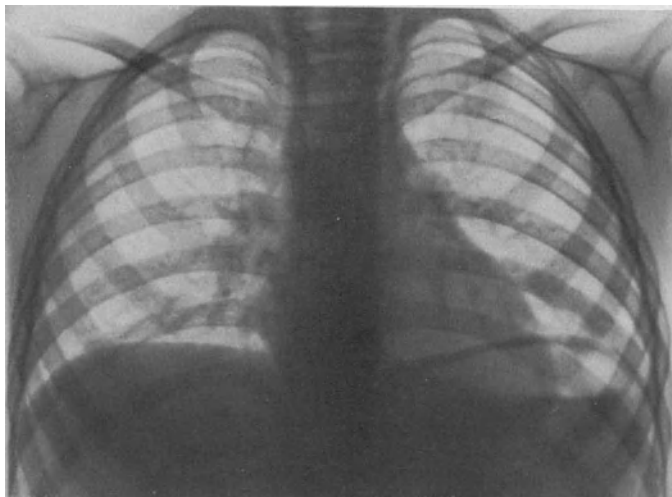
Dora D., 2 1/2 Jahre. Miliartuberkulose röntgenologisch nicht dargestellt.
